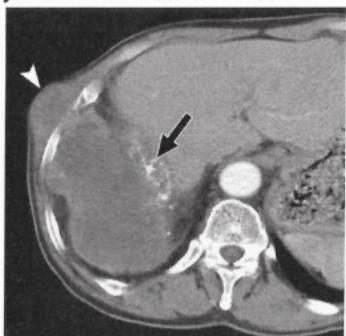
Эмпиема плевры (большой стрелкой отмечено наличие в висцеральной плевре жидкости)(компьютерная томография)
